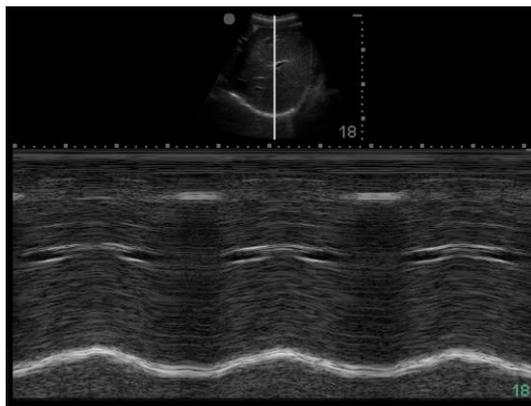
Respiración a volumen tidal mediante ecografía en modo M.
